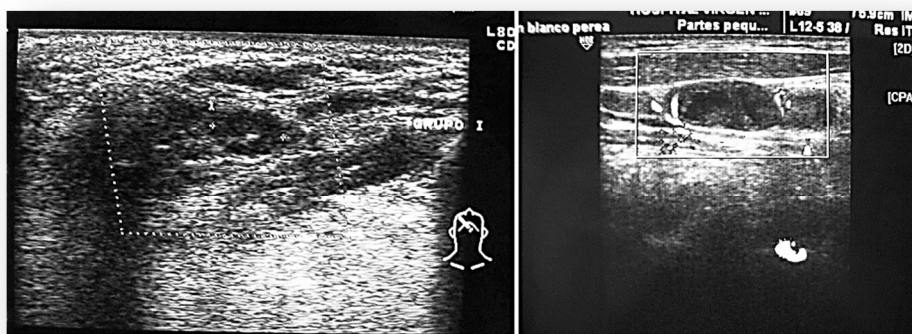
Ecografía. Izquierda: adenopatía presenta una vascularización interna normal, a través del hilo. Derecha: adenopatía con vascularización periférica.
